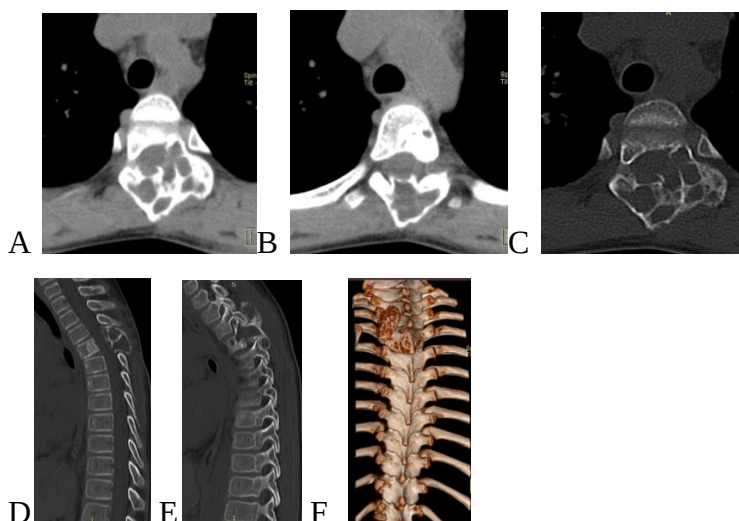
CT a coloanei toracice A,B,C,D,E,F: A,B,C –secțiuni transversale la nivelul Th4 cu prezența formațiunii de volum osteolitic cu deformarea complexului posterior, a pediculului cu trecere spre corpul vertebral Th4; D,E–secțiuni sagitale cu prezența formațiunii osteolitice a complexului posterior Th4 și corpului vertebral Th4; F– reconstrucția osoasă a coloanei vertebrale toracice cu prezența procesului de volum la nivel Th4 cu extindere spre complexul posterior Th3.
